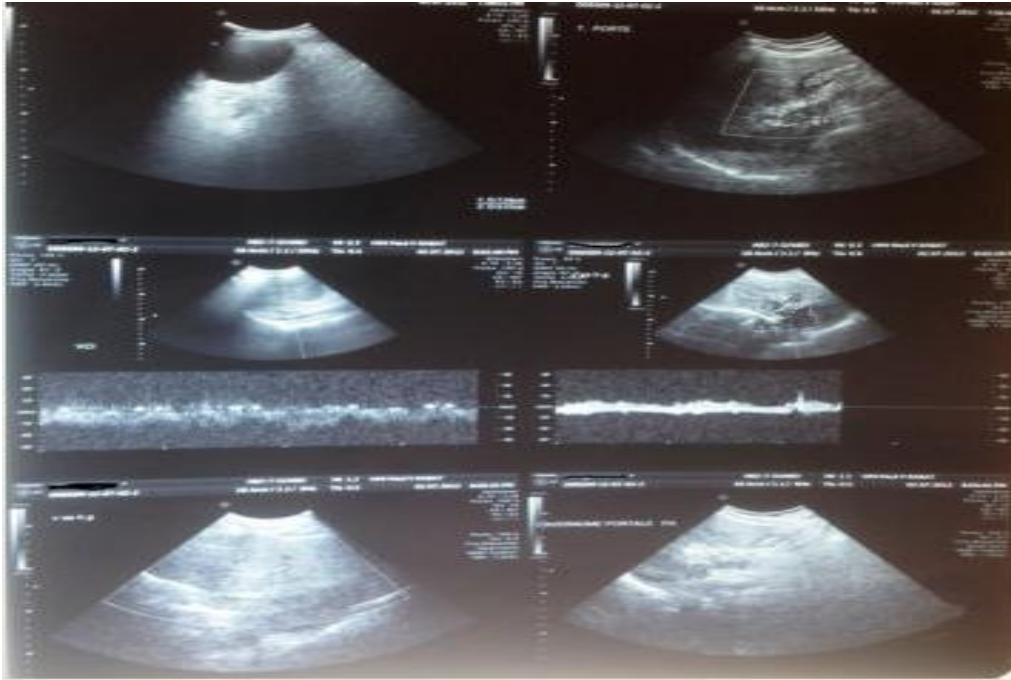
Coupes échographiques couplées au doppler montrant une thrombose du tronc porte et du tronc spléno-mésaraïque.
